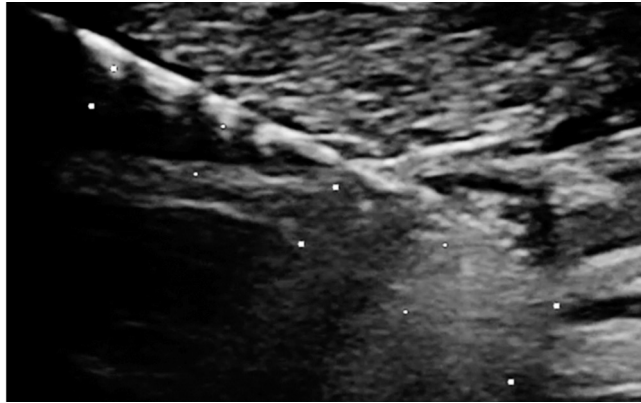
Se inserta un electrodo de radiofrecuencia monopolar 18G, refrigerado internamente, con una punta expuesta de 0,7 mm en el centro del nódulo con el dispositivo de guía de ultrasonido.
